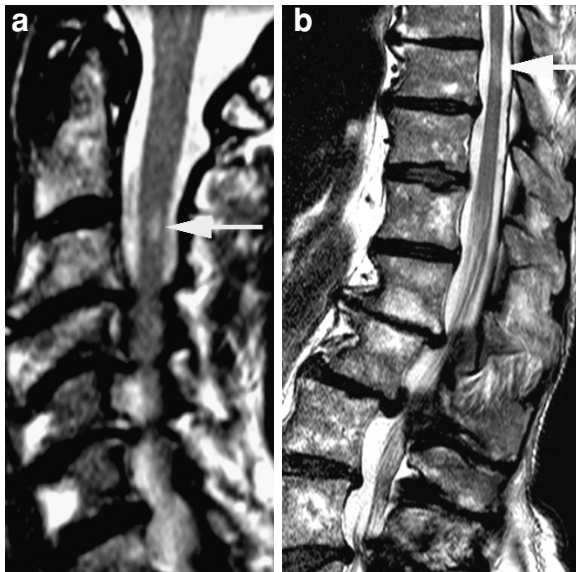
Sténoses canalaire dégénératives et SEP méconnue. IRM coupes sagittales pondérées T2 en cervical (a) et thoraco-lombaire (b). Plage cervicale en hypersignal d'une lésion de SEP, située à distance de la sténose canalaire (flèche en a). Lésions dégénératives ostéo-discales lombaires mais visibilité également d'une lésion de SEP avec foyer médullaire atrophique et plage de signal élevé à ce niveau en thoracique inférieur (flèche en b).
